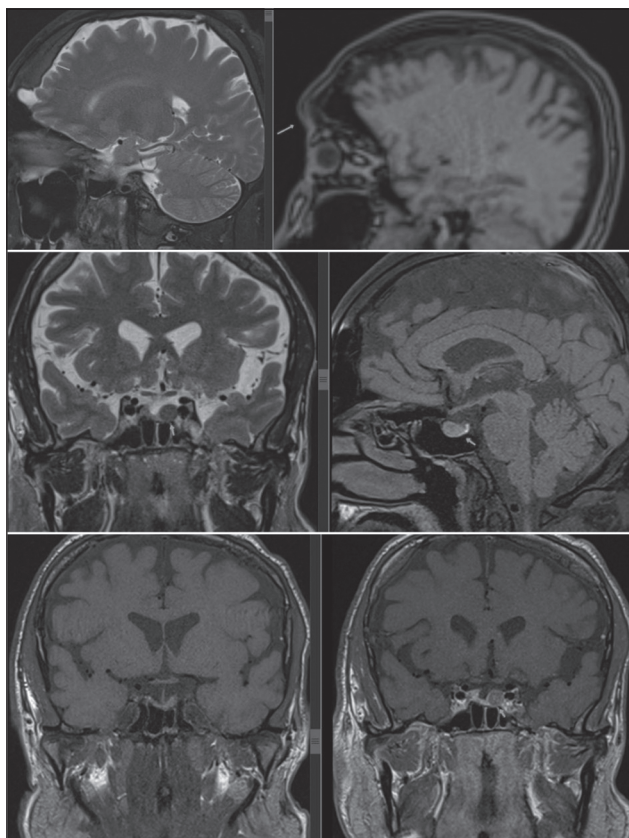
MRI of brain: thickened skull and frontal bossing. Left-sided 9-mm T2 low signal intensity lesion (microadenoma)
